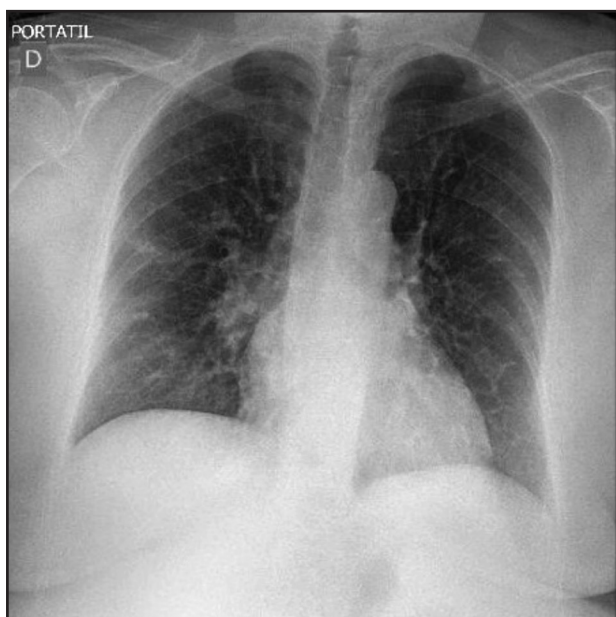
Radiografía de tórax portátil.
